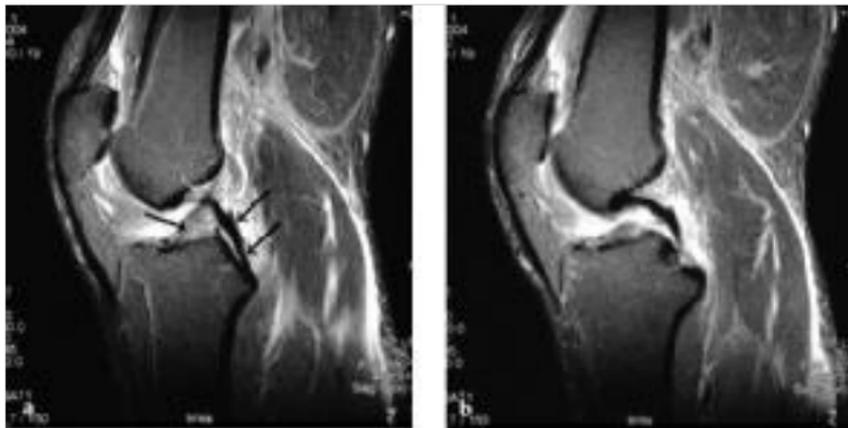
Kernspintomografie der Kreuzbänder (Normalbefund). Da das normale vordere Kreuzband (→) im Gegensatz zum hinteren Kreuzband (⇨) in der Routinediagnostik oft nicht vollständig dargestellt wird, ist die Diagnose einer Ruptur des vorderen Kreuzbands in der Kernspintomografie nicht immer eindeutig möglich. Darstellung von zwei benachbarten sagittalen Schichten.
